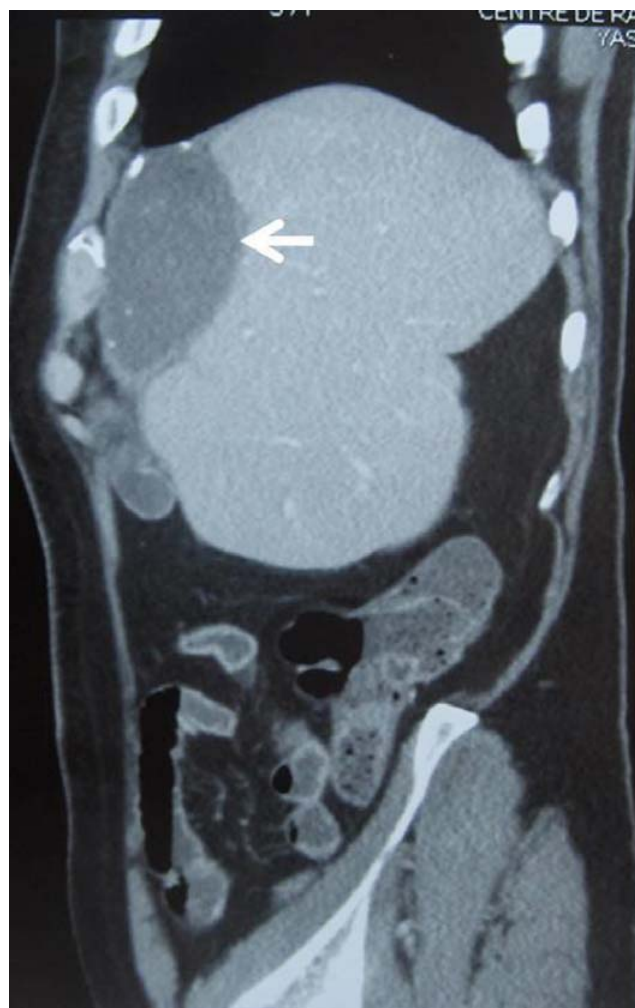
Tomodensitométrie thoracoabdominale. Coupe parasagittale (image de reconstruction) : présence d'un kyste hydatidique du diaphragme droite du type 1 de 10 cm (flèche blanche) qui refoule vers le bas et l'arrière le foie / *Chest and abdominal CT-scan: presence of an hydatid cyst of the right diaphragm of 10 cm (white arrow), which pushes down and back, the liver*
